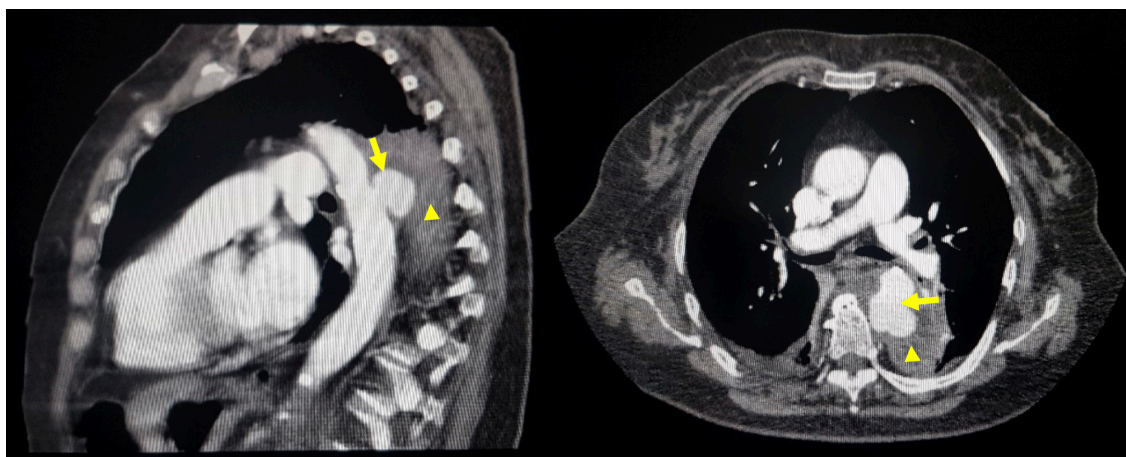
Tomografía de tórax con protocolo para aorta, corte sagital (A) y axial (B): aneurisma sacular en la porción inicial de la aorta descendente con un cuello de 15 mm y un diámetro de 35 x 42 mm en sentido AP x transversal (flecha). Contenido líquido de 15 mm y un diámetro de 35 x 42 mm en sentido AP x transversal (flecha). Contenido líquido correspondiente a sangrado en mediastino posterior (cabeza de flecha).
